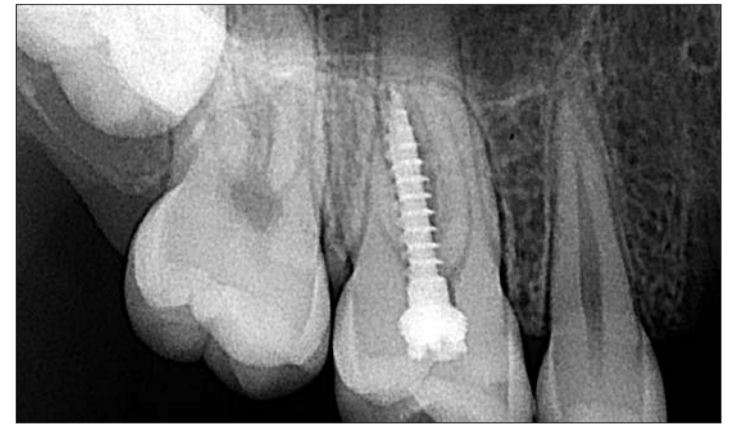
Röntgenaufnahme eines Miniimplantats, das von einem Oralchirurgen zwischen die bukkalen Wurzeln des oberen Molaren gesetzt wurde. Die geplante Position lag jedoch mesial dieses Molaren.
